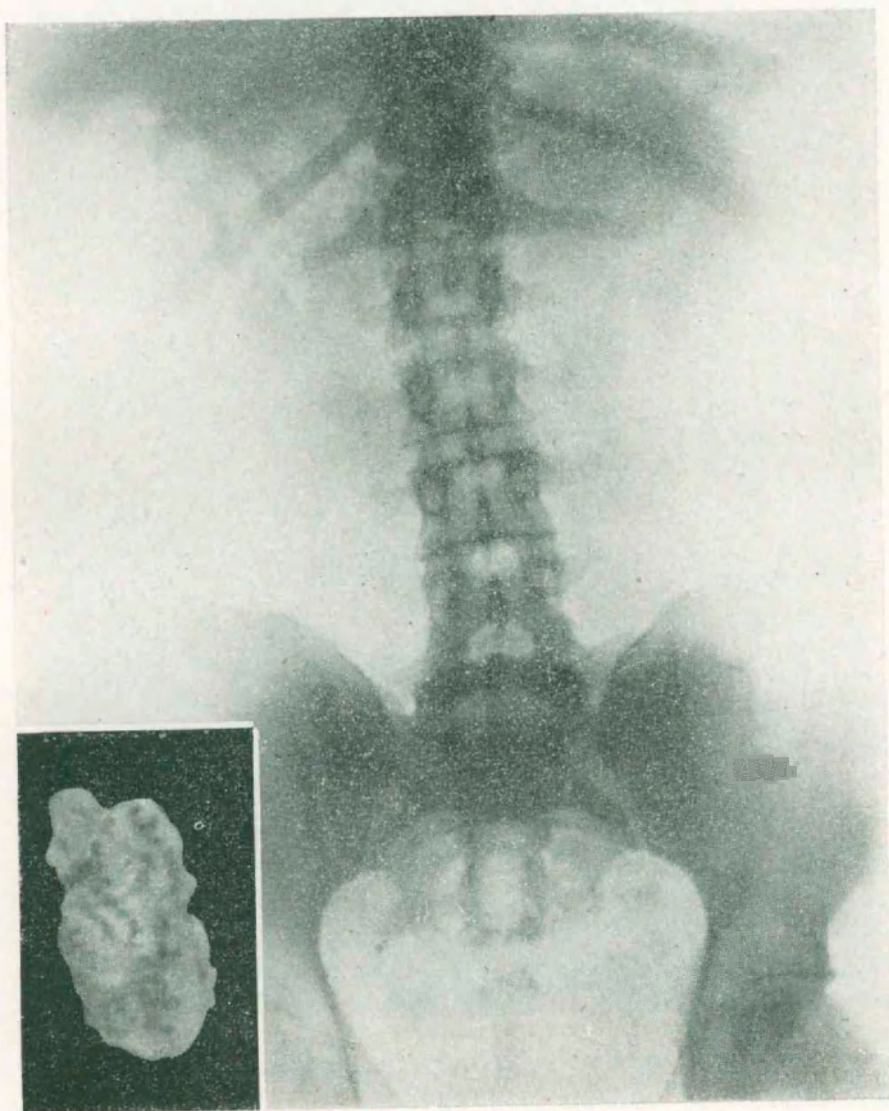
Observación II. — *Radiografía simple reno-urēteral.* No se observa ninguna sombra patológica. Riñón izquierdo ligeramente aumentado de tamaño. En el ángulo, la fotografía del cálculo ureteral.
